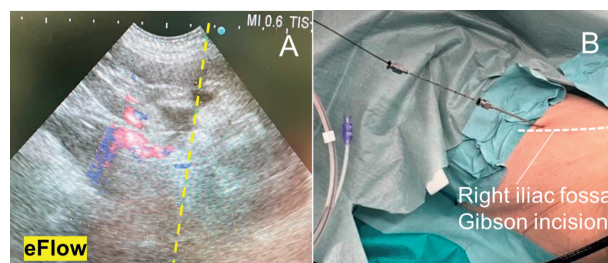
(A) Puncture guideline shown by ultrasound. (B) Percutaneous puncture of the transplanted kidney and placement of an antegrade guidewire.
